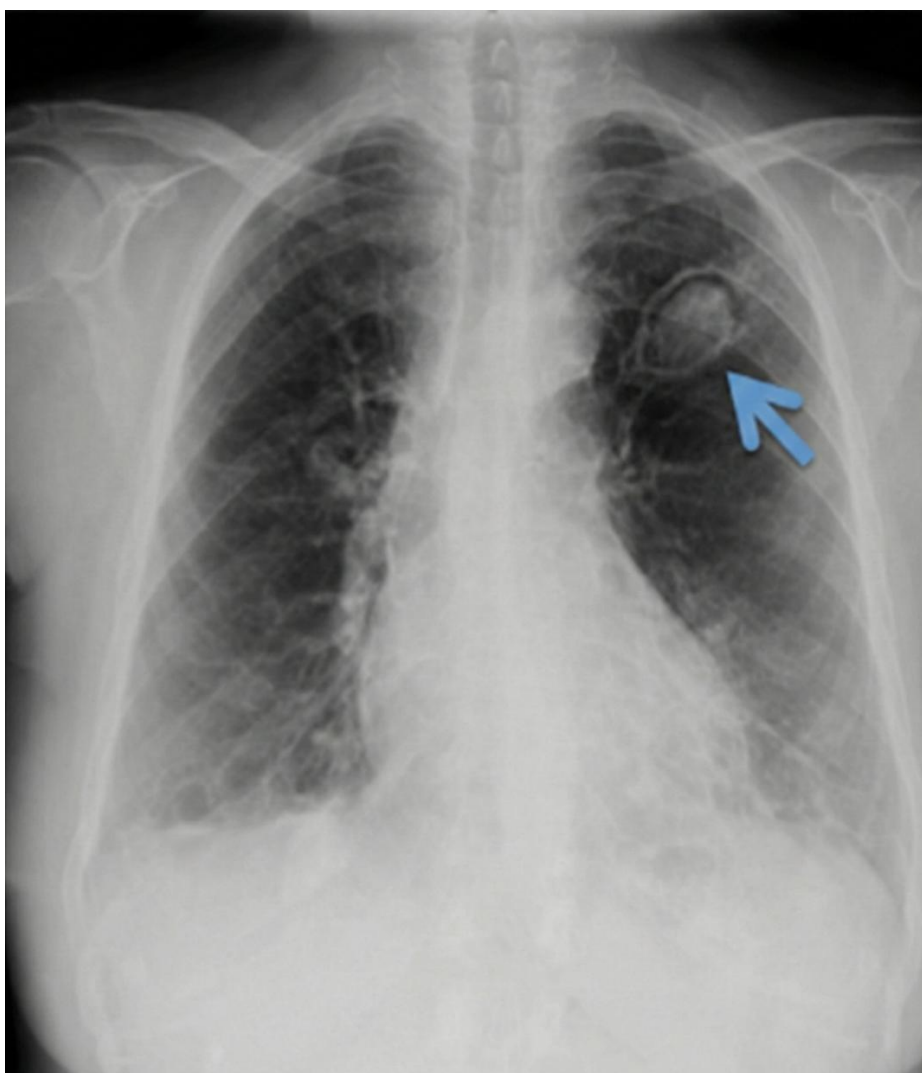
Radiographie thoracique de face mettant en évidence une cavité apicale gauche à paroi épaisse contenant une balle fongique bien circonscrite (flèche bleue) (27)
